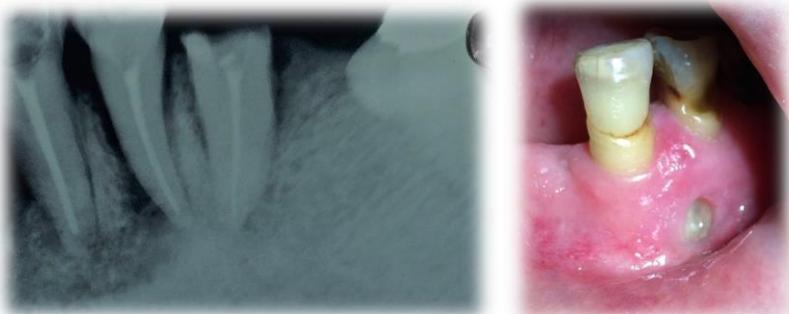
Quadro de osteorradionecrose, decorrente de lesão periapical. Fonte: Programa ERO, 2018.
